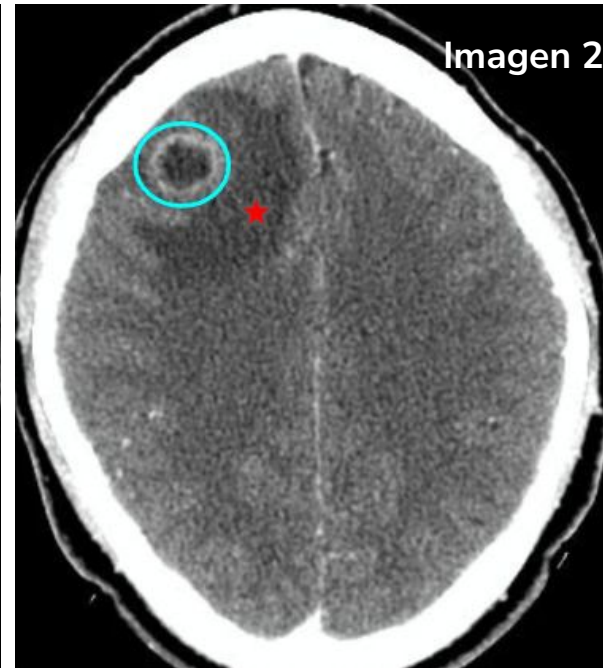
TC de cráneo con CIV en fase parenquimatosa.
